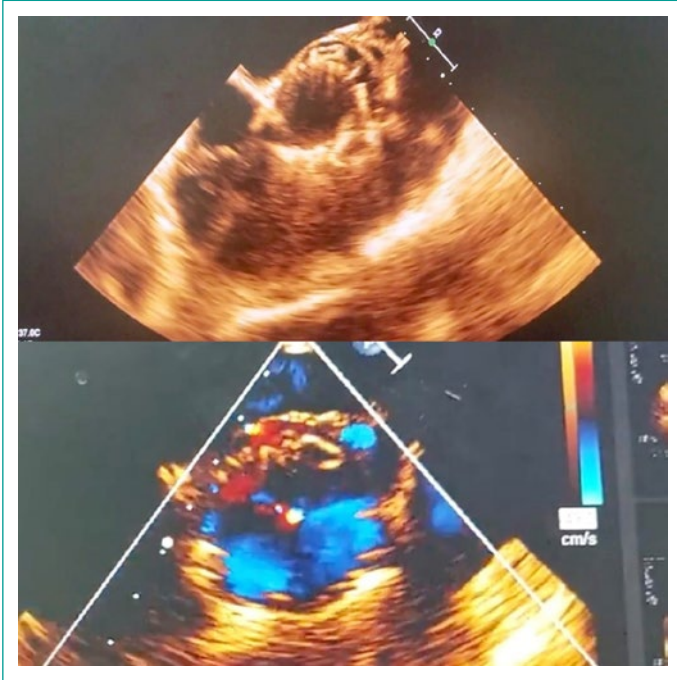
ECOTE. Eje corto a nivel de grandes vasos, 3 dispositivos AVP III en posición anterior, lateral y posterior, comparada con Doppler color, en donde se observa fuga residual mínima a nivel posterior.
